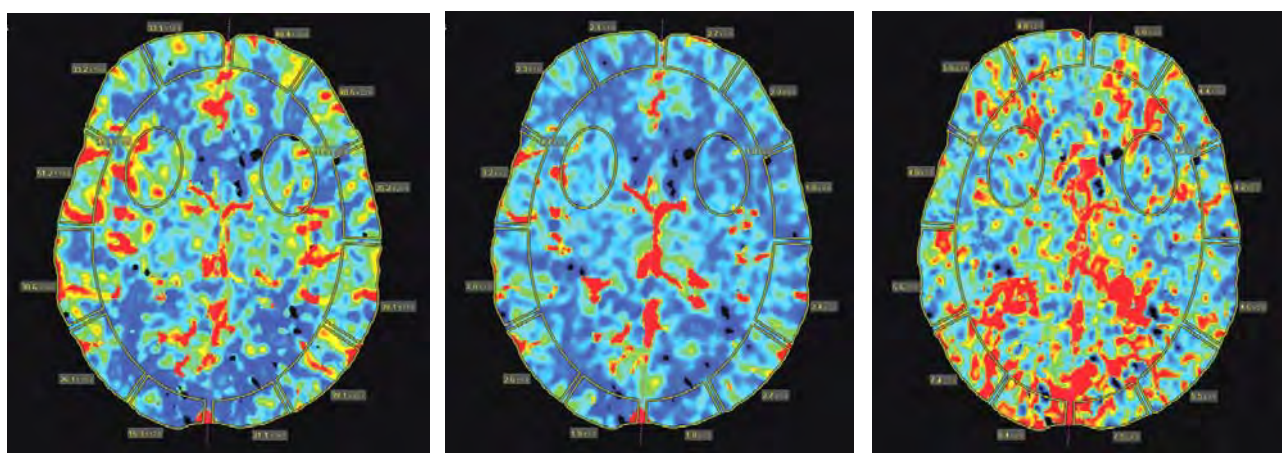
КТ-перфузиография головного мозга послеоперационная: нормализация показателей CBF, CBV, MTT во всех ROI за исключением зоны инсульта
